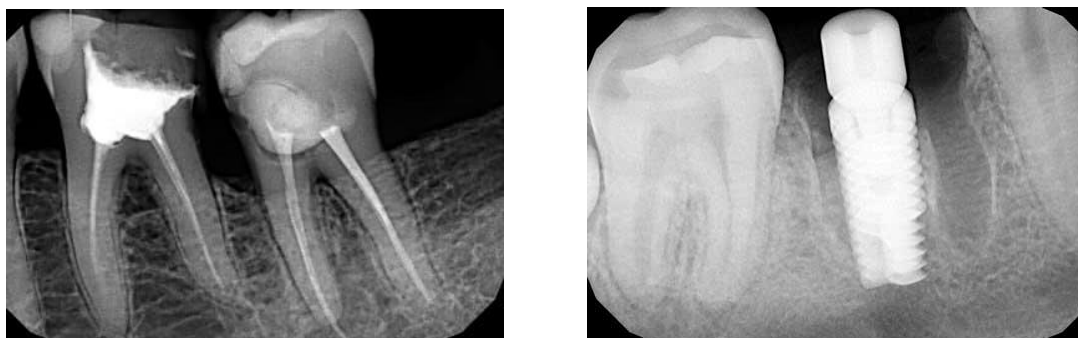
Внутрішньоротові прицільні рентгенографічні знімки
